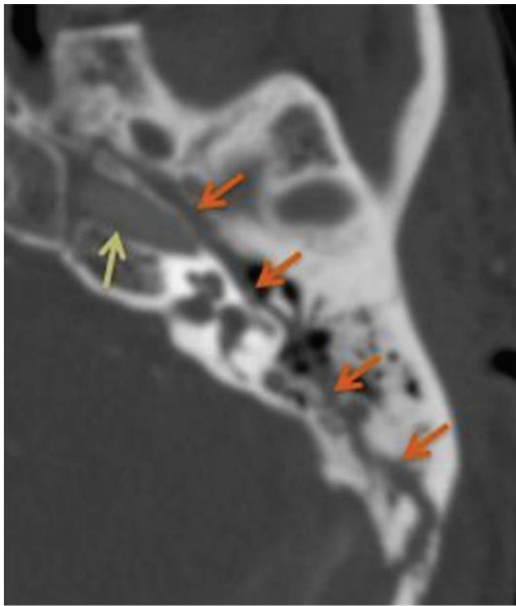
Tomografia computadorizada que mostra fratura do tipo longitudinal e *optic capsule sparing* do osso Temporal. A fratura longitudinal está indicada pelas setas cor de laranja e o canal carotídeo pelas setas amarelas.³⁶
